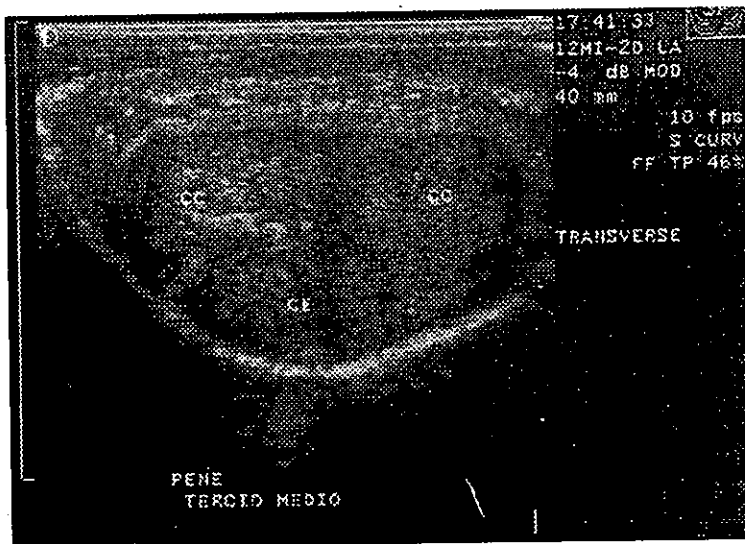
Corte ultrasonográfico transversal del pene.
